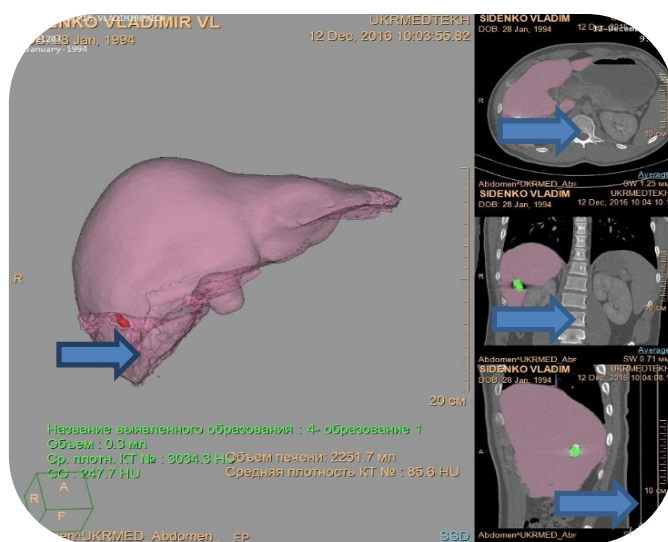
Комп'ютерна томографія з 3D-реконструкцією: вогнепальне осколкове проникаюче поранення живота з ушкодженням печінки (металевий осколок в Sgб)
